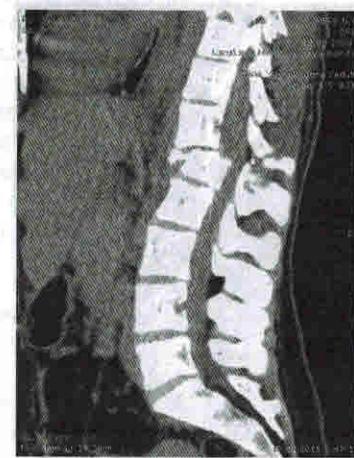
МСКТ-снимок пациента с переломомывихом L1 позвонка
